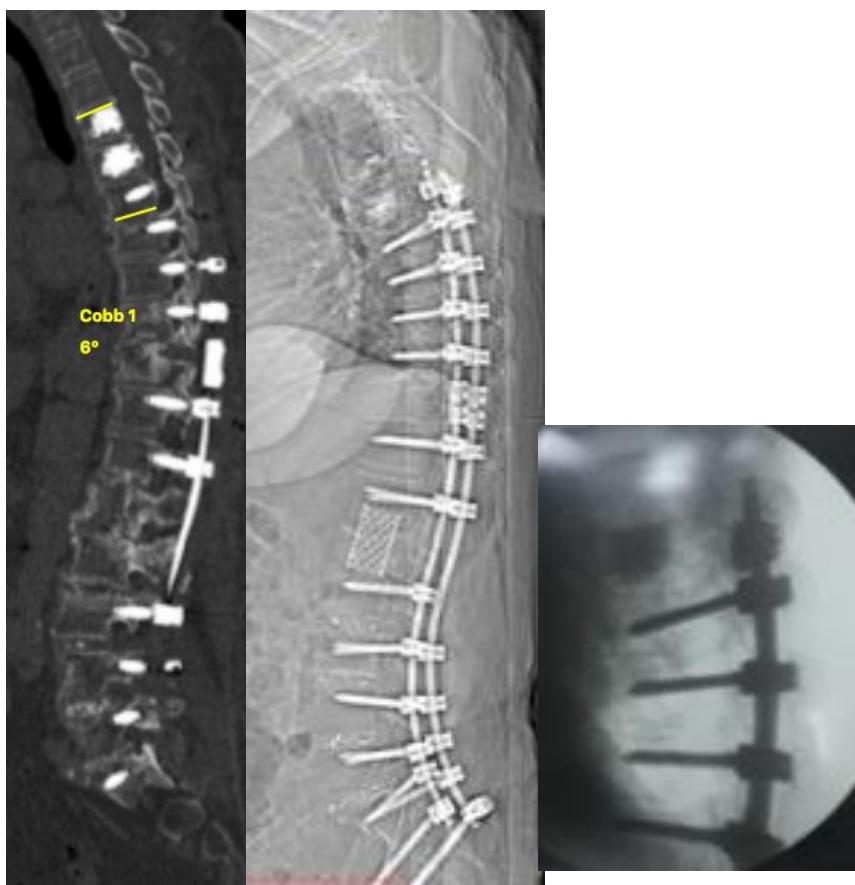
Рентгенологические результаты хирургического лечения.
